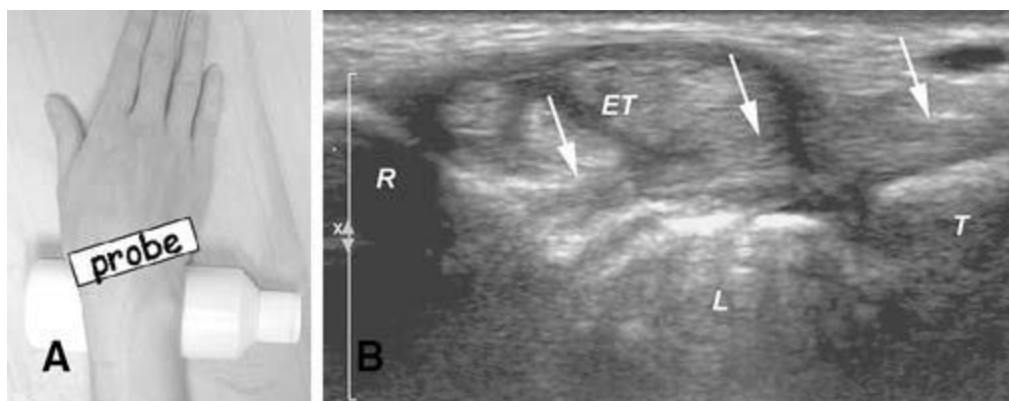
A. Position de la sonde pour évaluation du LRCD. B. Coupe échographique correspondante montrant le LRCD (flèches blanches) R= Radius, L = Lunatum, T = Triquétrum, ET = tendons extenseurs, d'après (41).
